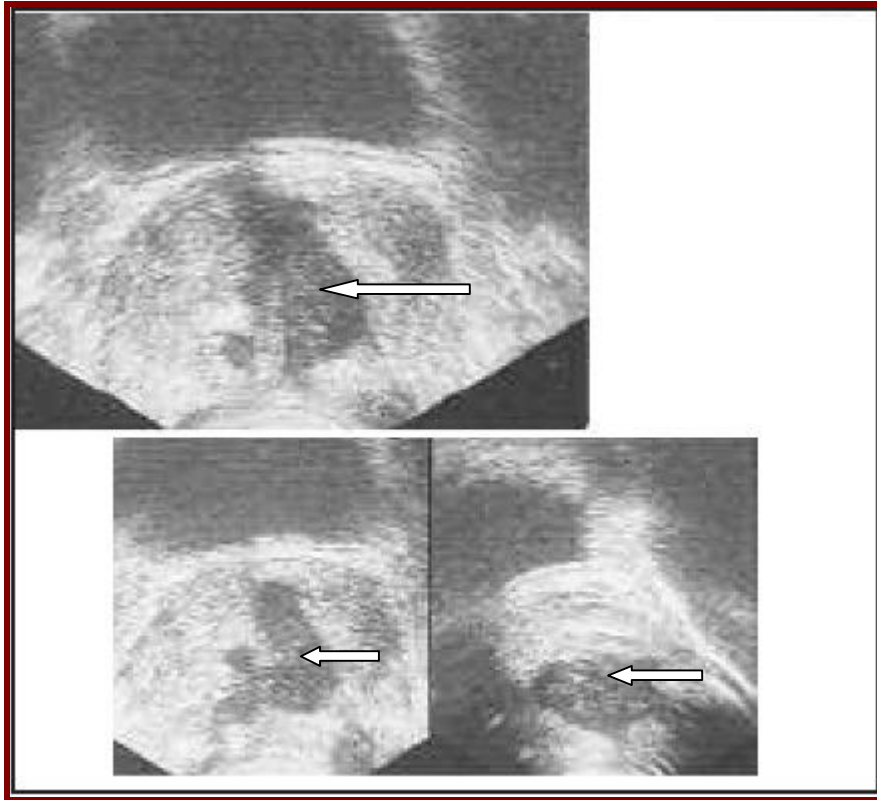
Abcès prostatique en échographie endorectale [90].*
